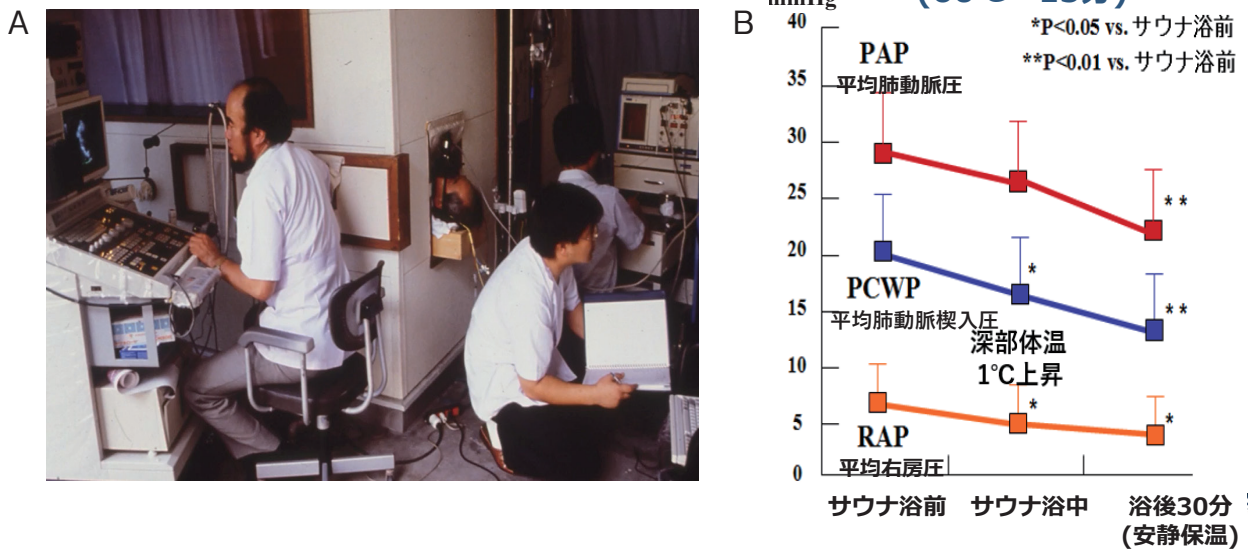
A. 慢性心不全の乾式遠赤外線サウナ浴中の心エコー図・心内圧・呼気ガスの同時記録
